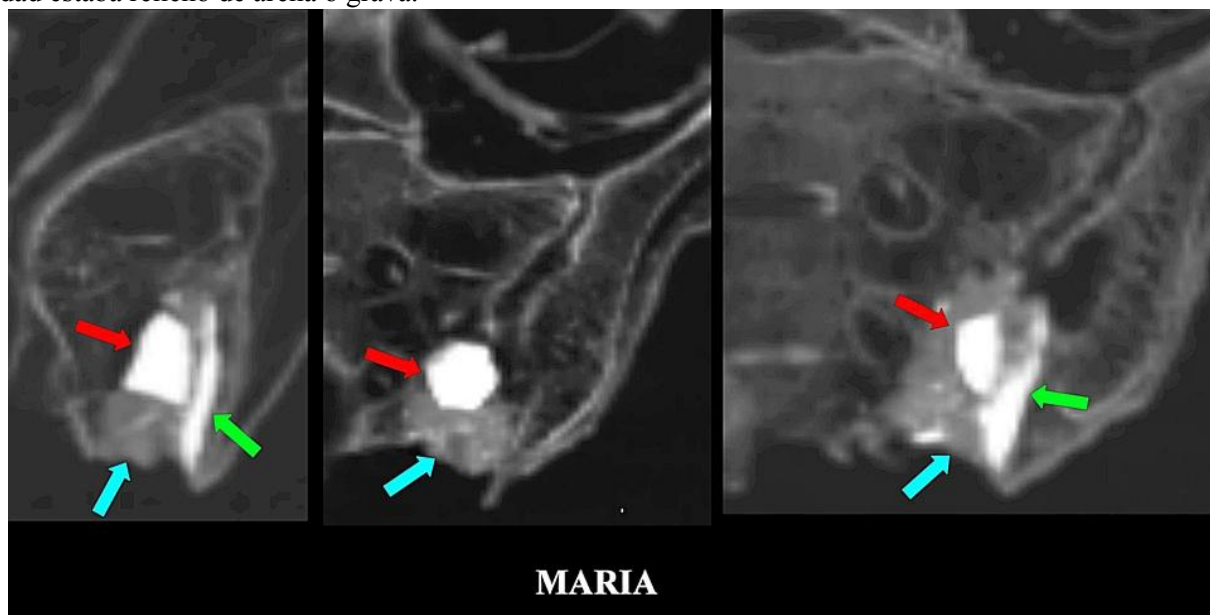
Cortes sagitales (izquierda) y coroneales (centro, derecha) de TC 2D que muestran la entrada a la cavidad ósea (flechas azules) en el borde truncado del sacro en el lado izquierdo, extendiéndose hacia arriba en dirección a la articulación sacroilíaca izquierda. La cavidad estaba rellena de grava. Dentro de la cavidad se encontró un cuerpo extraño metálico de forma hexagonal (flechas rojas) con un cuerpo extraño metálico en forma de placa adherido, que presentaba superficie anterior rugosa y superficie posterior lisa (flecha verde). También se observaron fragmentos metálicos más pequeños.
